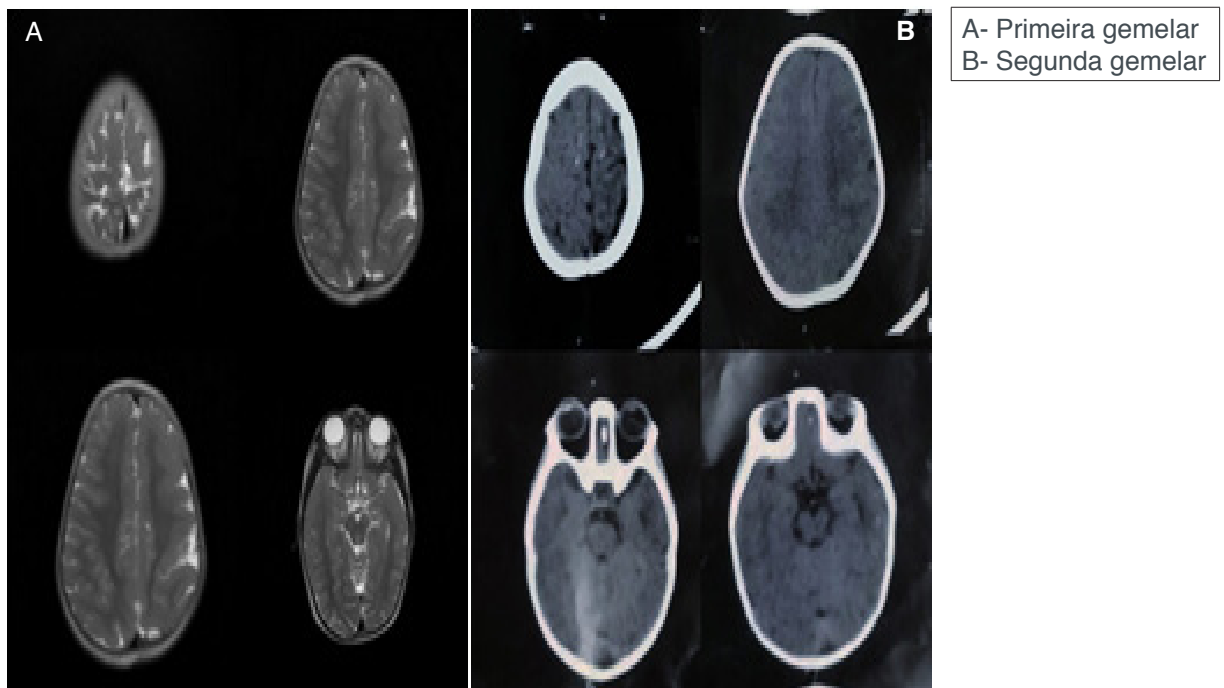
Tomografia Computadorizada
